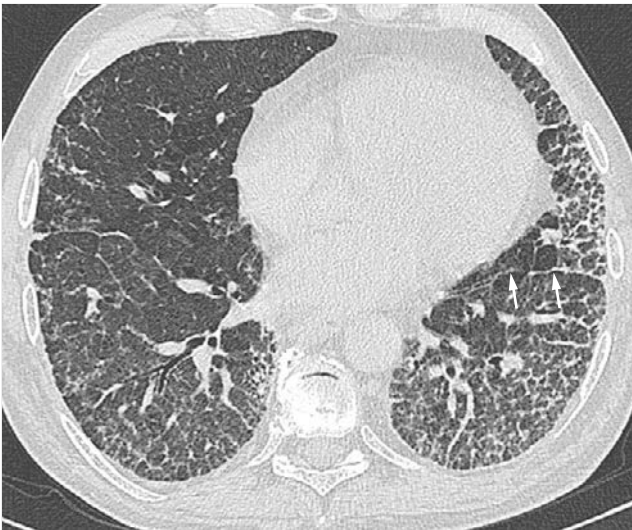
Nichtspezifische interstitielle Pneumonie. CT-Bild. Ausgedehnte retikuläre Verdichtungen und Milchglastrübungen, jedoch kein Honigwabemuster und nur geringe Parenchymdistorsion (Verziehung des linken Interlobiums: Pfeile).
